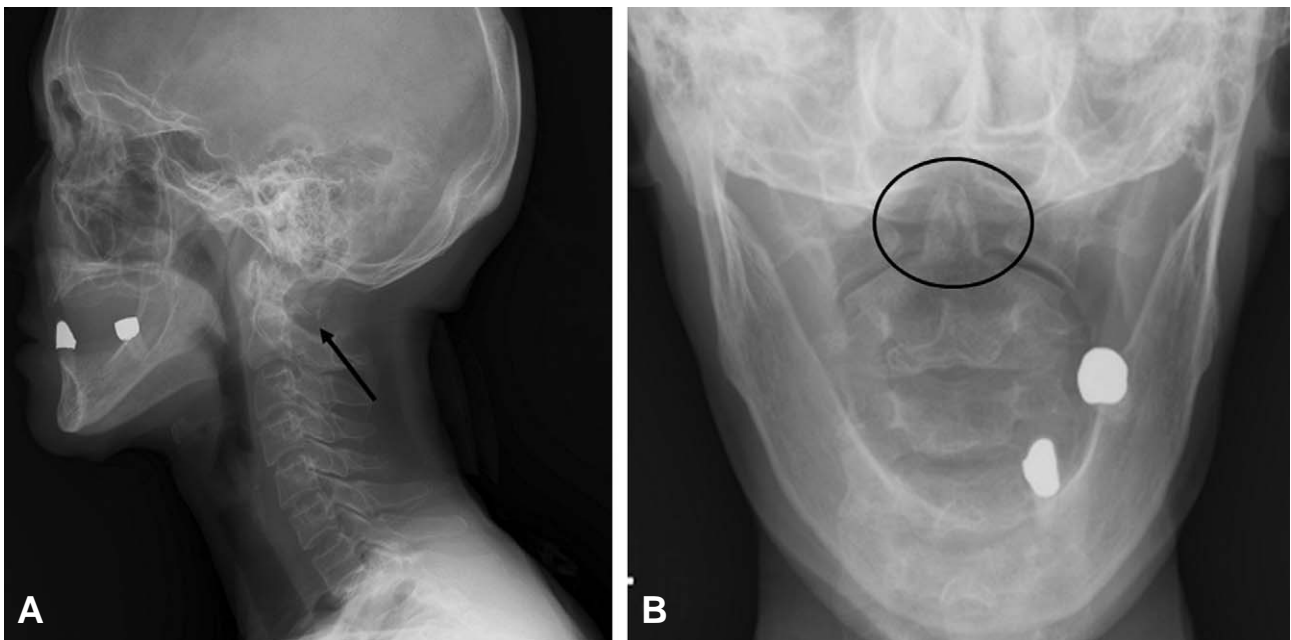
Plain radiograph of the cervical spine. Lateral view (A) demonstrated the absence of the lateral portion of the posterior arch of the atlas. (arrow) Open mouth view (B) demonstrated very lucent shadowing of the anterior midline of the atlas, suggesting a fracture of the anterior arch. (circle)
